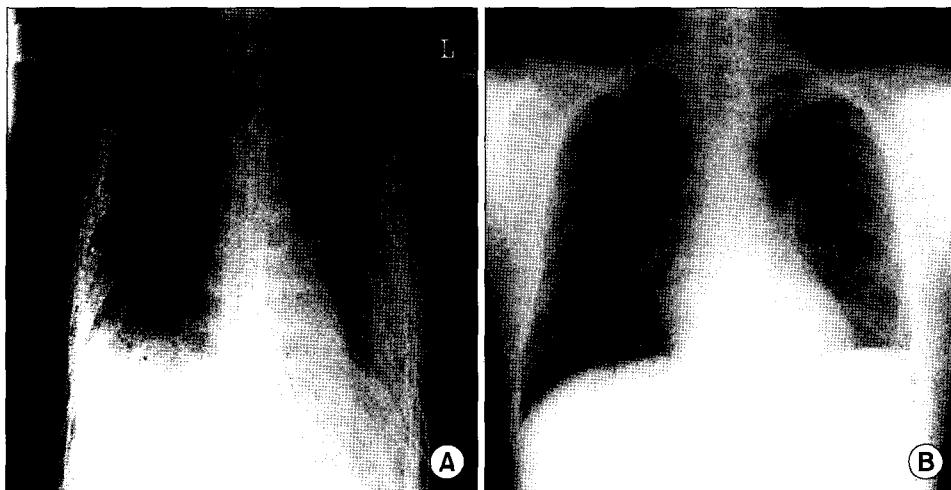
Post operative chest x-ray. A: Immediate chest x-ray. B: Post operative 3 months after.
